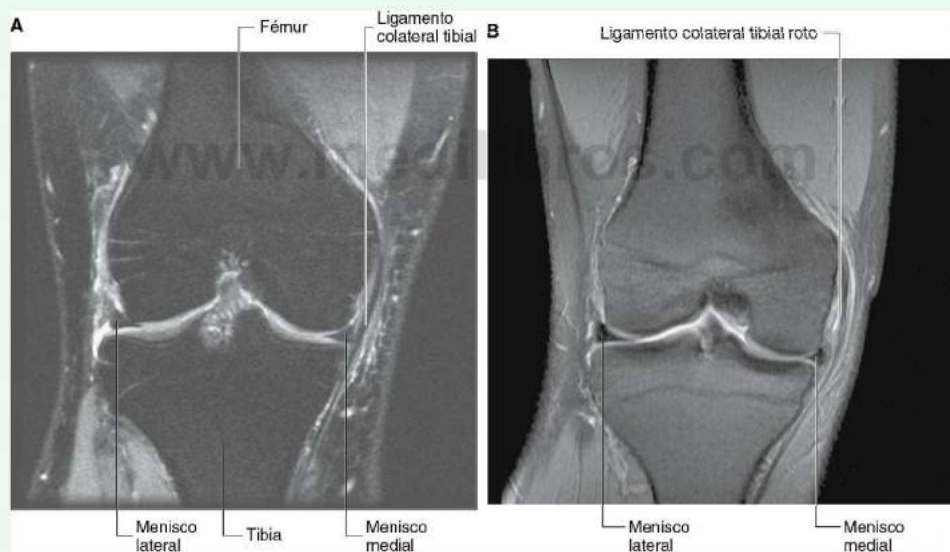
A. Articulación normal de la rodilla que muestra el ligamento colateral tibial y los meniscos medial y lateral. Imagen por densidad de protones (PD)-resonancia magnética potenciada en T1 en el plano coronal. B. Articulación de la rodilla que muestra un ligamento colateral tibial roto. Imagen por PD-resonancia magnética potenciada en T1 en el plano coronal.
